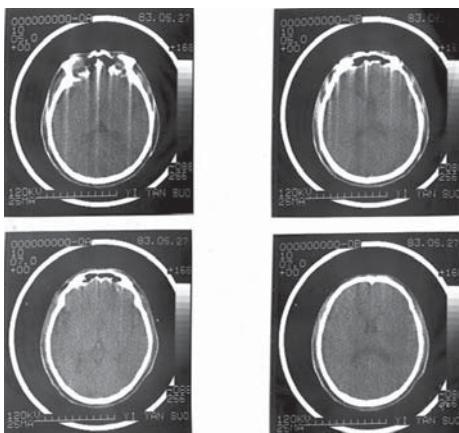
国产第一台CT所摄首例头颅影像，受检者为参与临床应用试验的曹厚德教授。
